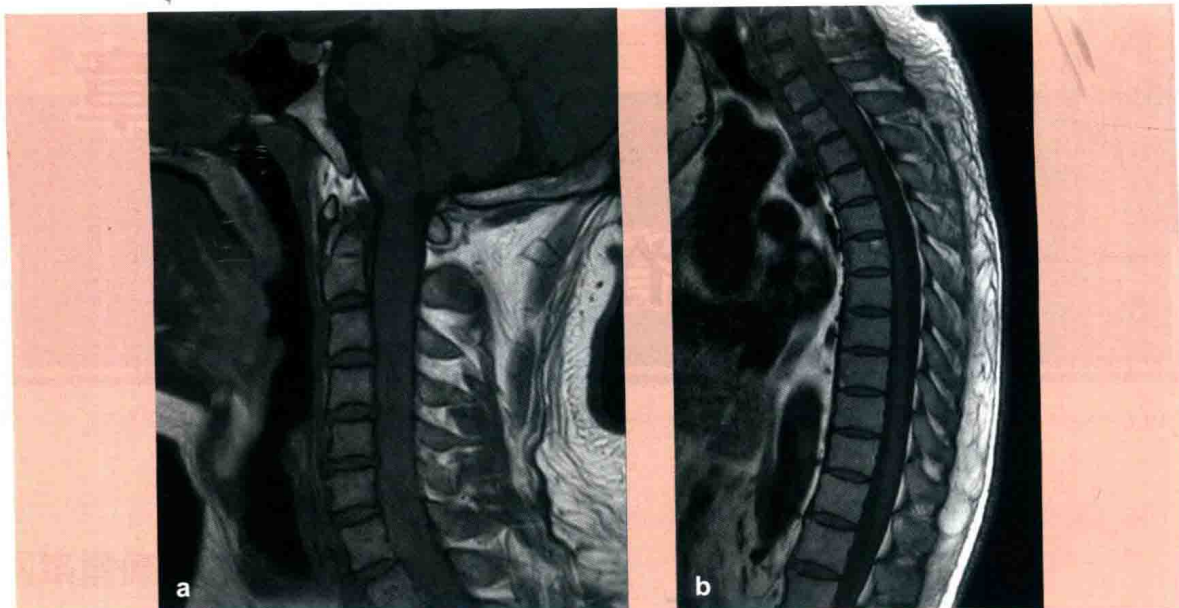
术前磁共振 (MRI) T<sub>1</sub> 像肿瘤呈等信号
